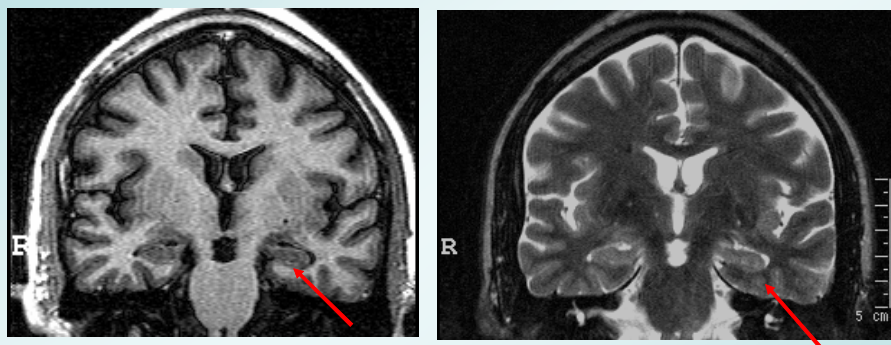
RM do paciente nº 38 com cortes coronais com seqüências pesadas T₁ e T₂ evidenciando atrofia de lobo temporal esquerda
